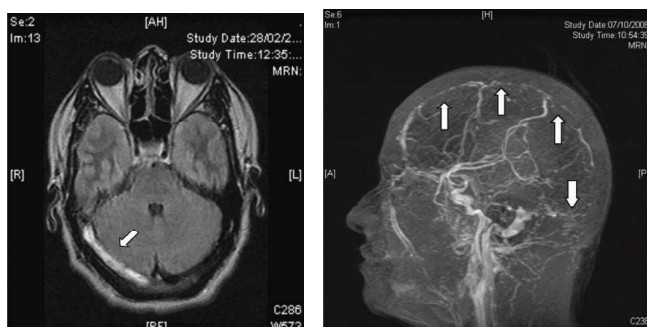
a. IRM cérébrale coupe axiale montrant une hyperintensité du SLD qui correspond à une thrombose.
